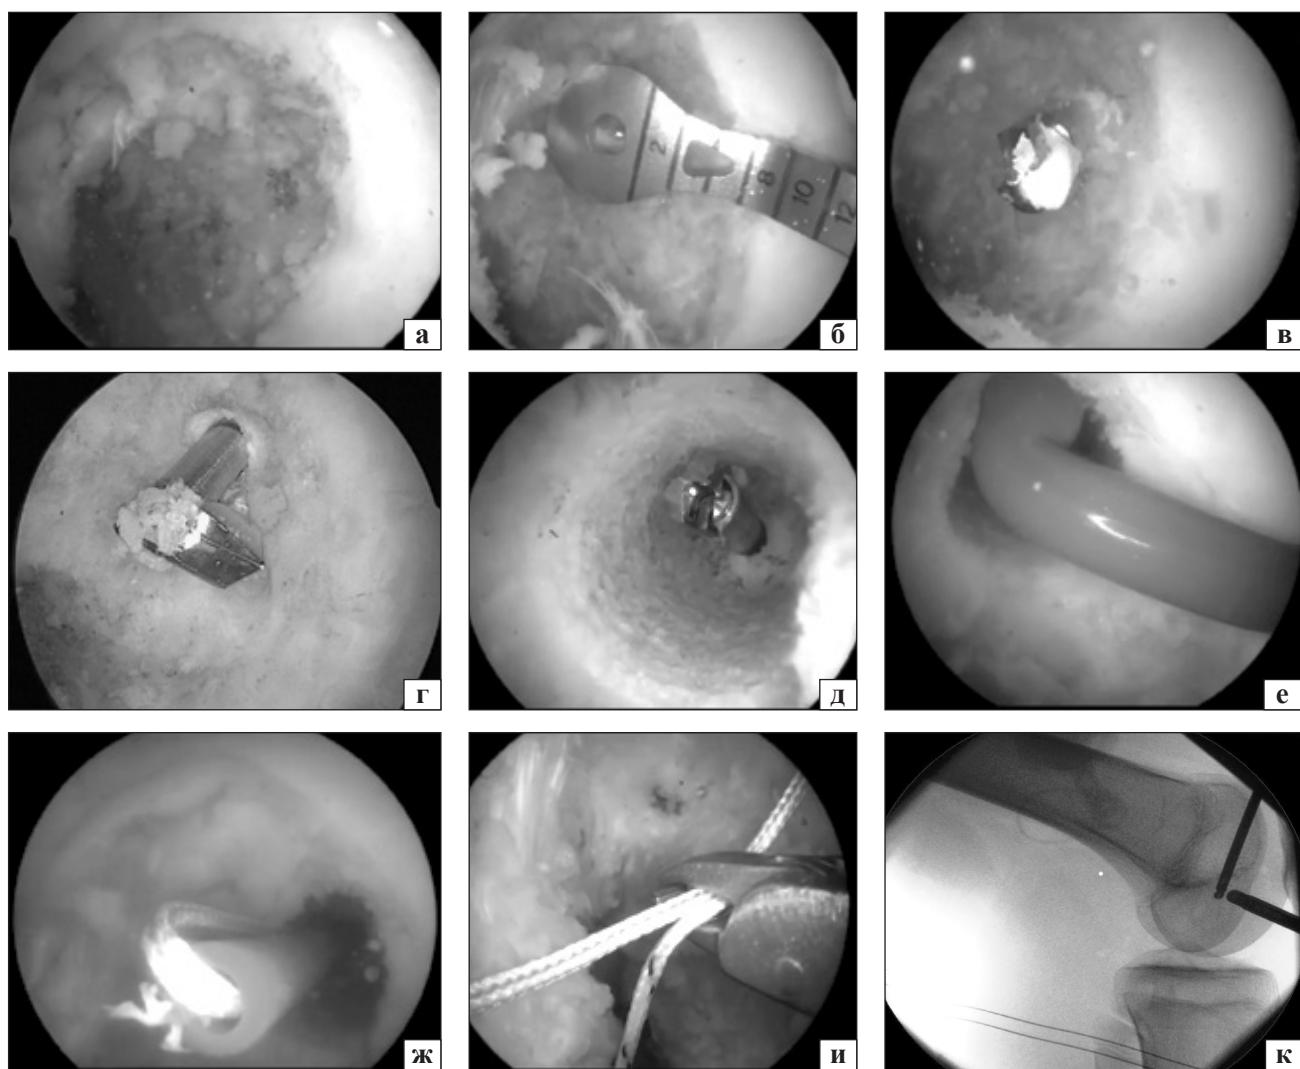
Подготовка бедренного канала при помощи FlipCutter®: а) препаровка мягких тканей; б) установка кондуктора; в) выход FlipCutter®; г) разворот лезвия FlipCutter®; д) извлечение FlipCutter®; е) удаление мягких тканей; ж, и) введение Fiber Stick и извлечение ее в переднемедиальный доступ; к) рентгеноскопический контроль
